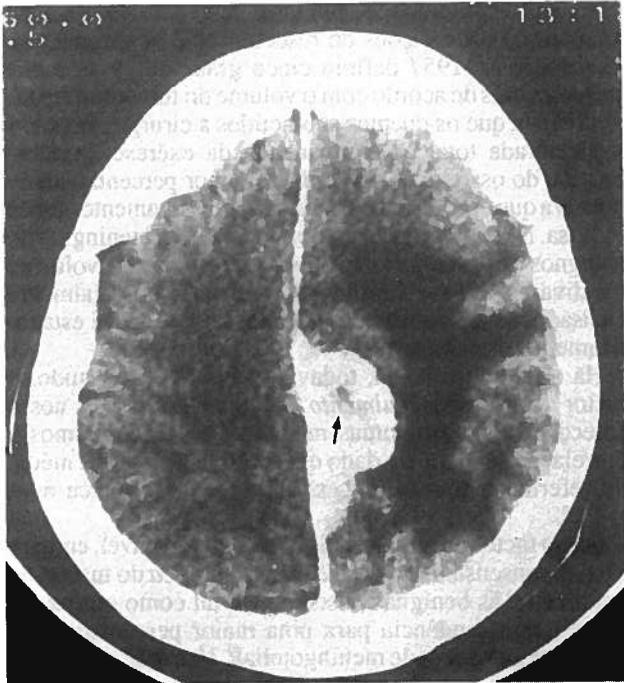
Tomografia axial computadorizada de um meningioma maligno da foice cerebral (mesmo caso da Fig.1). Captação heterogênea de contraste com área de hipodensidade (seta) correspondente à necrose do parênquima tumoral.
